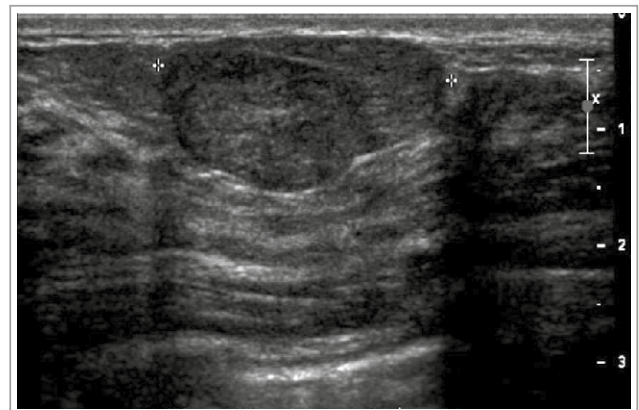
Ultrasonografía mamaria muestra un tumor mamario benigno; bien delimitado, con sombra acústica de intensidad moderada, más ancho que alto. De tamaño estable en control ecográfico de 24 meses.
